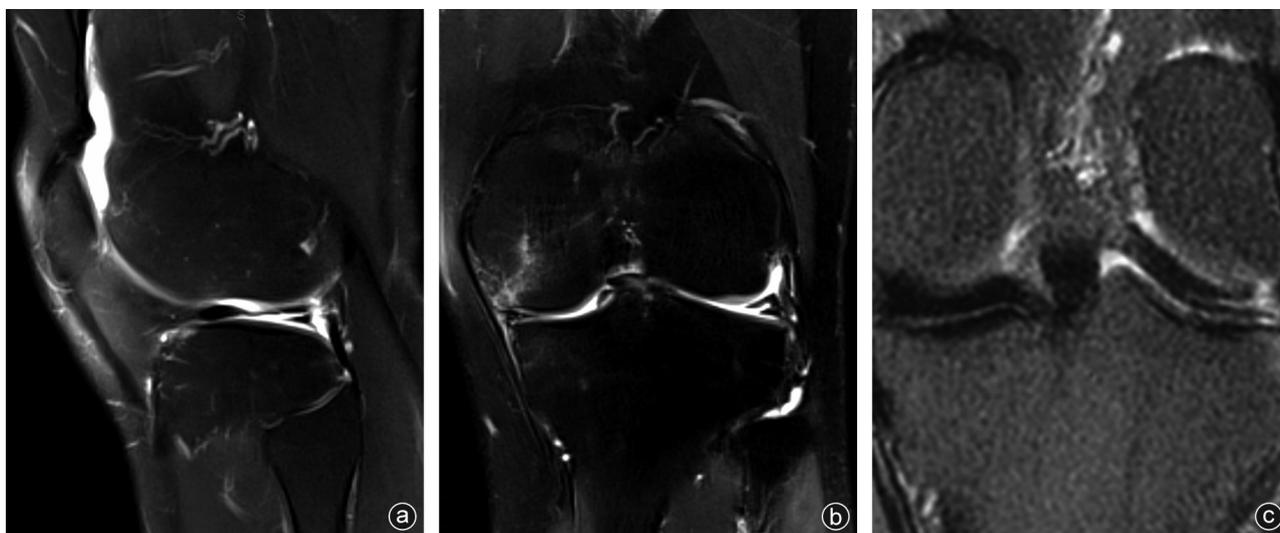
病人术前 MRI 影像学资料 a: 术前矢状位 MRI 显示半月板体部及后角撕裂;b: 术前冠状位 MRI 显示半月板水平撕裂;c: 术前外侧半月板后根部冠状位 MRI 显示外侧半月板后根部与胫骨、关节囊无附着,呈 Wrisberg 韧带型
